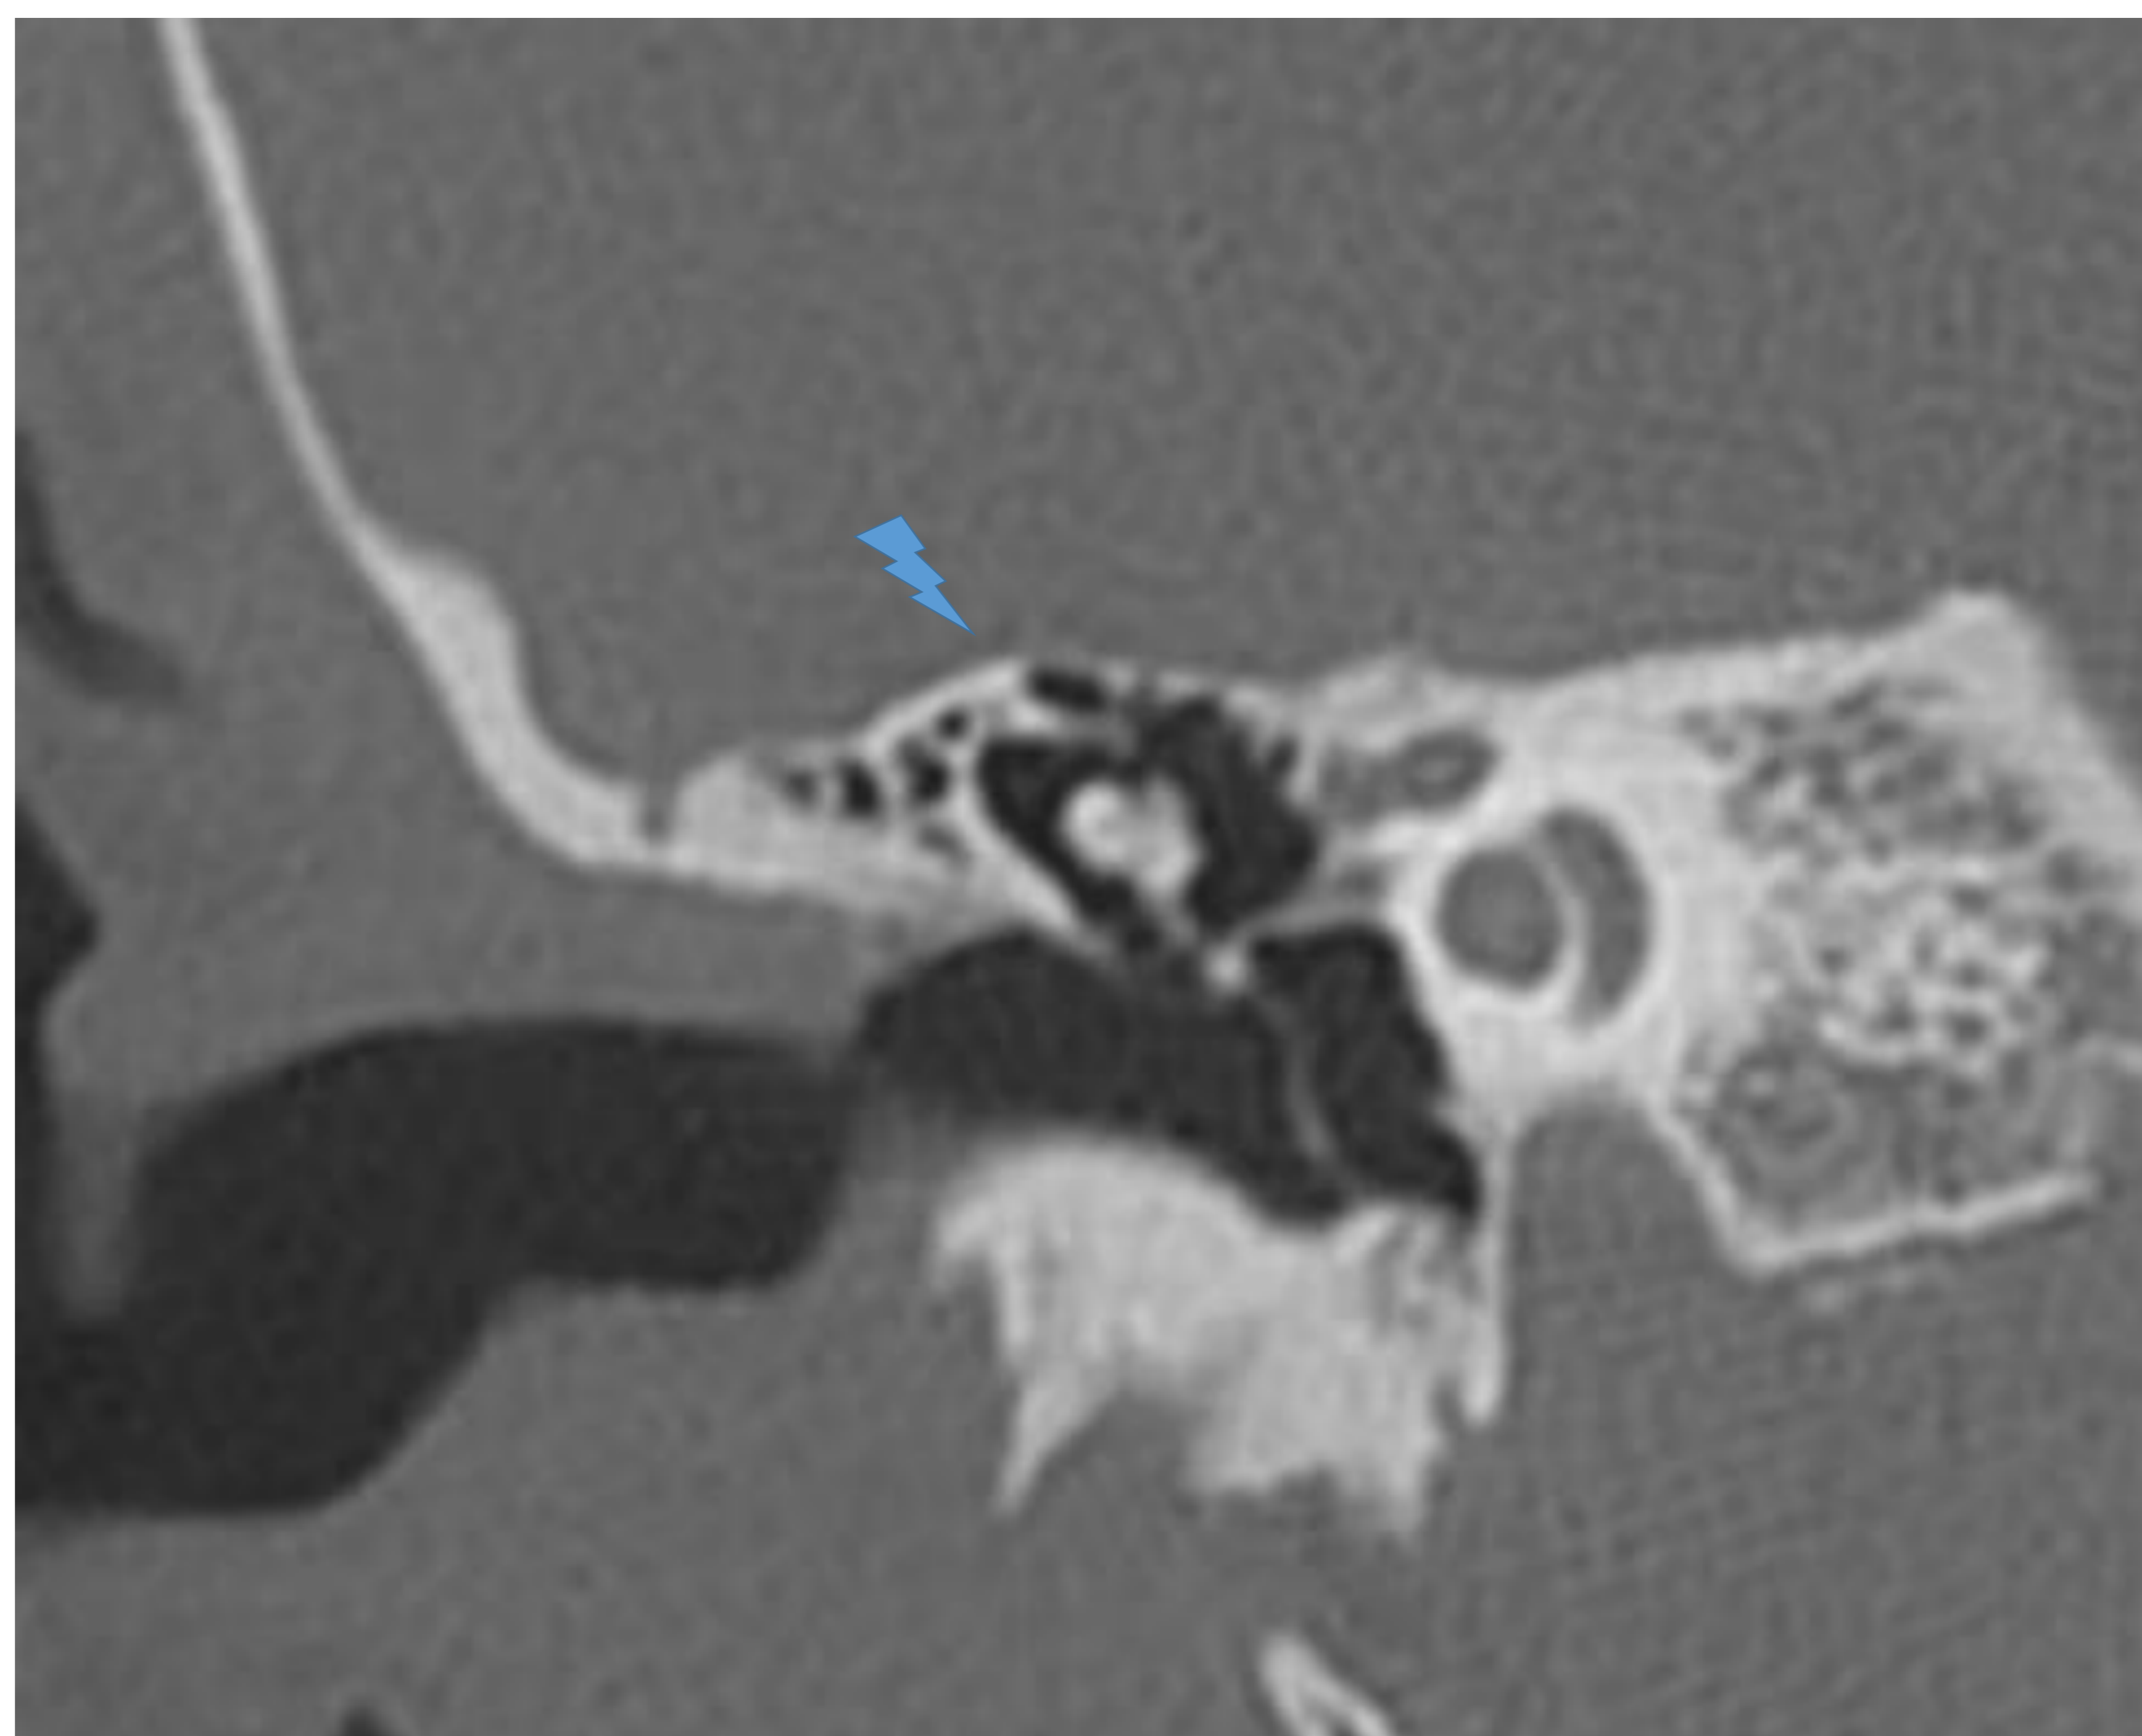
Reconstrucción coronal TC: Cog epitimpánico.
